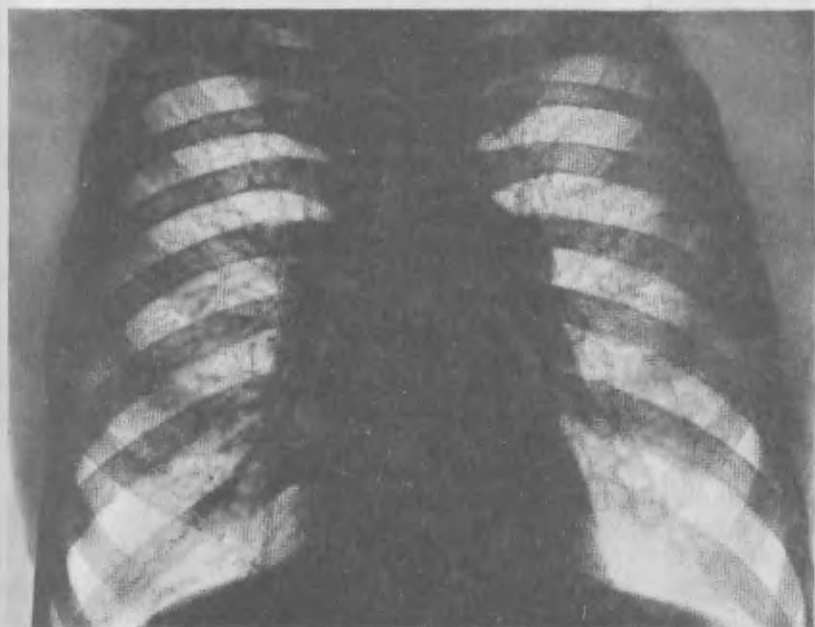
Рентгенограмма легких. Пневмокозиоз I стадии, t.
